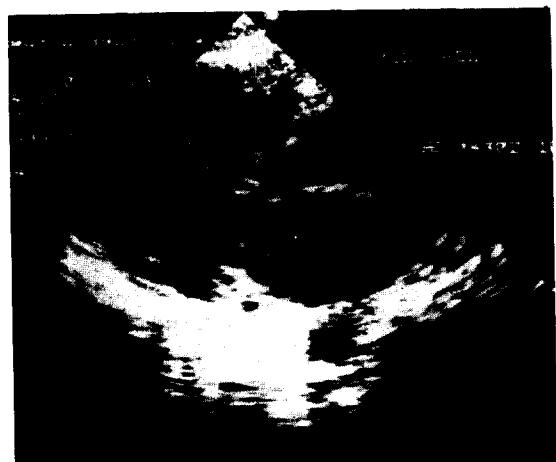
Post operative 2-D Echocardiogram, parasternal long axis view.
